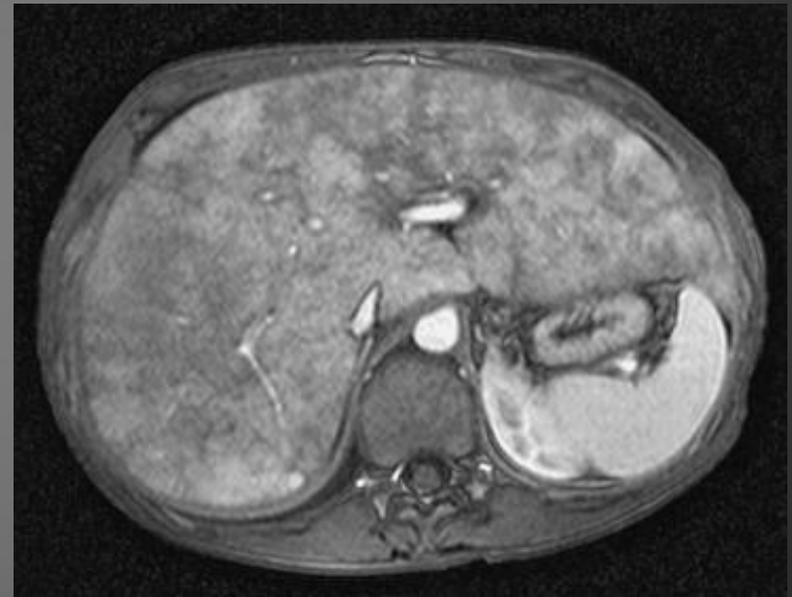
Imagerie (échographie ++)
